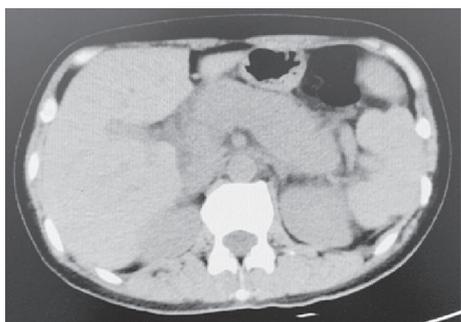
上腹部64排螺旋CT平扫示原急性胰腺炎已好转
